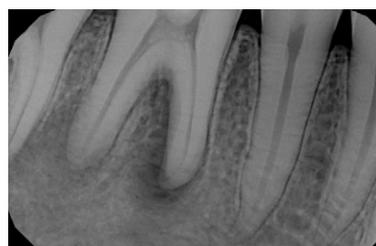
Рентгенограмма зуба 4.6 после инструментальной обработки корневых каналов файлами XP-endo Retreatment ранее obturированных гуттаперчевыми штифтами с силером
